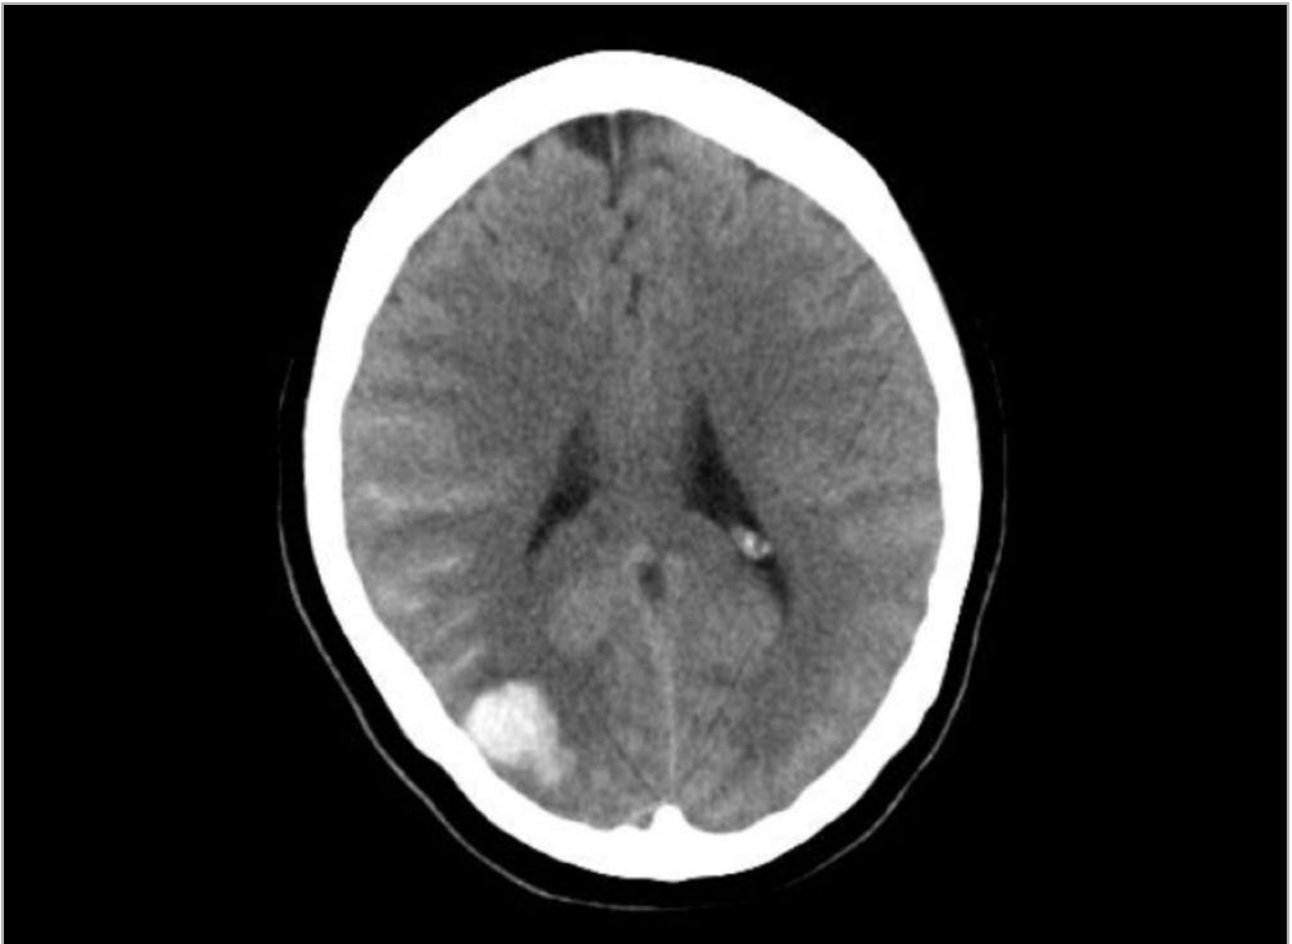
Tomografía computarizada (TC) cerebral al ingreso donde se observa foco de hemorragia subaracnoidea (HSA) y hematoma parieto-occipital derecho.
